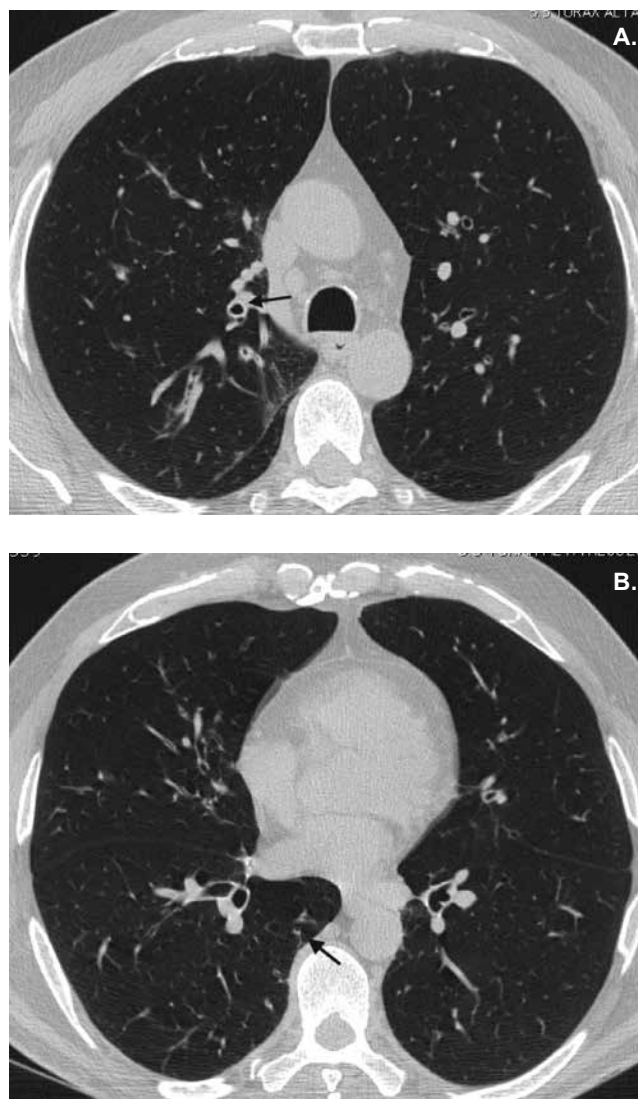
Tomografía de tórax; corte axial. A: Engrosamiento de paredes bronquiales. B: Escasas bronquiolectasias.
